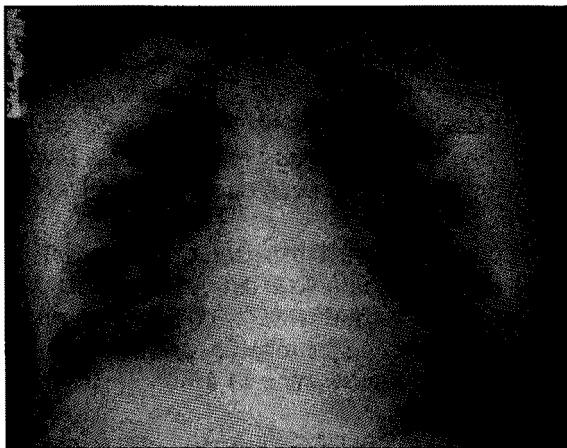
Radiografía de Tórax. Mejoría del infiltrado alveolar. (Sexto día)
